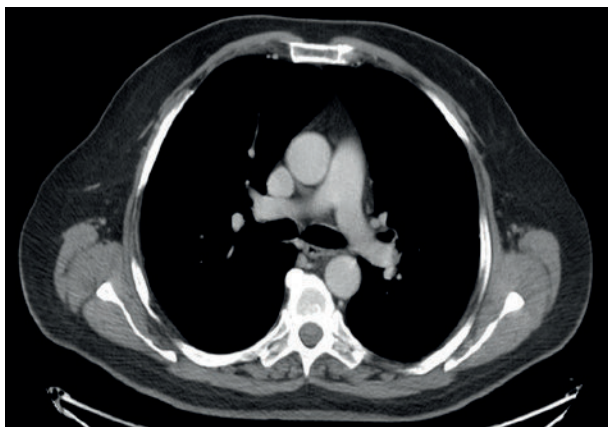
A – Angiografie pulmonară CT: tromboză completă a arterei lobare inferioare stângi, cu tromb acut cu diametrul de 19 mm și extensia trombozei la nivelul arterelor segmentare bazale, cu ocluzie completă
